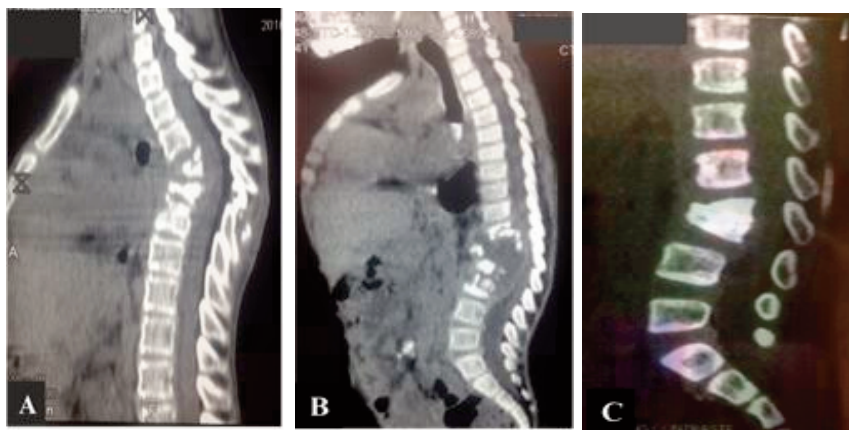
TDM rachidienne mettant en évidence le mal de Pott.
